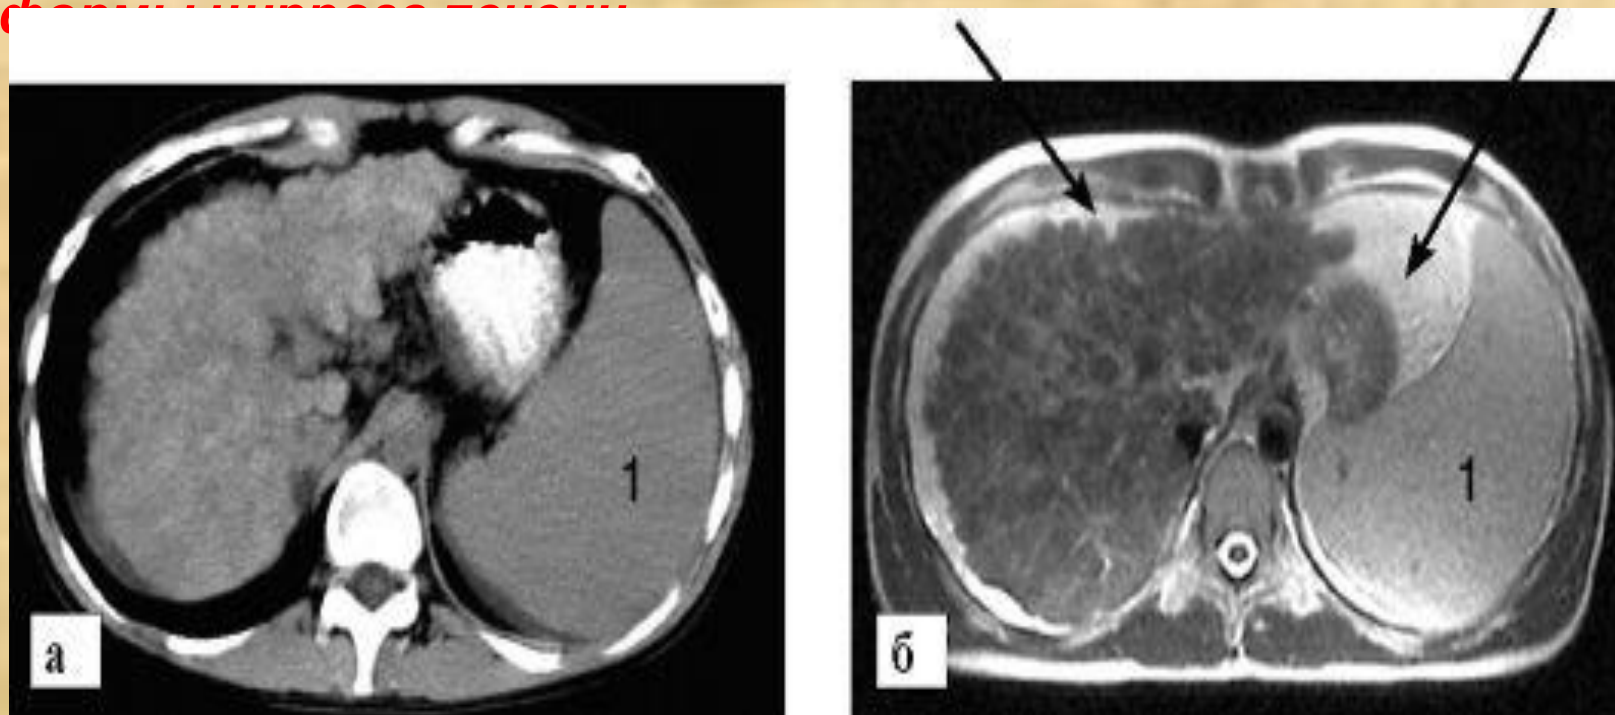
Цирроз печени. Отмечается увеличение селезенки (1), асцит в брюшной полости (2). В паренхиме печени имеется множество узлов разного диаметра, край ее бугристый (стрелка): а - КТ; б – МРТ.
